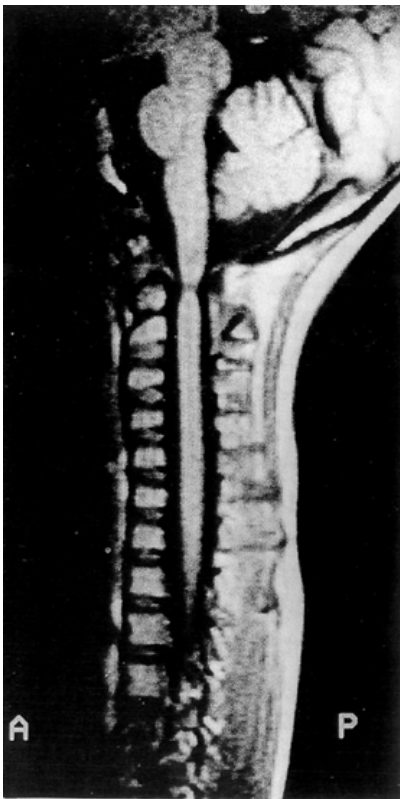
T2-weighted magnetic resonance imaging shows decreased signal intensity in C1-C2 vertebral level due to spinal cord compression.
